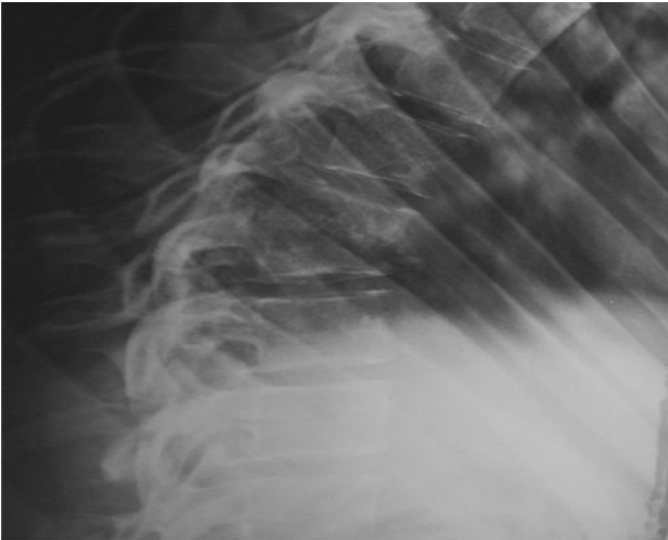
Case 1. Radiograph of the dorsal spine profile: compaction D9-D10 with angulation and exaggerated kyphosis.
